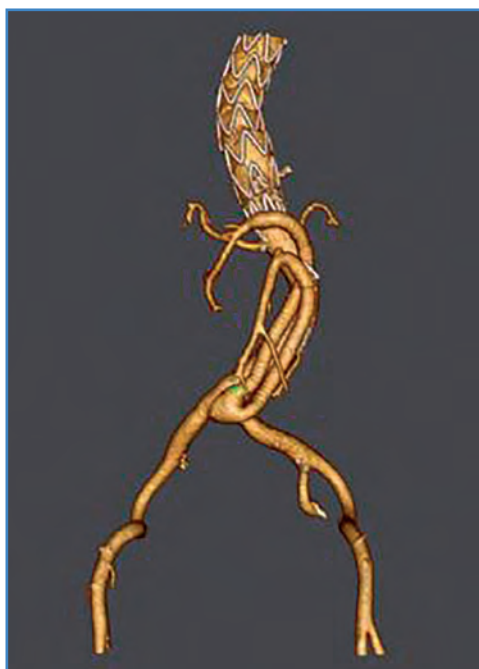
Angio-TAC torácico-abdominal posquirúrgico, reconstrucción 3D.
